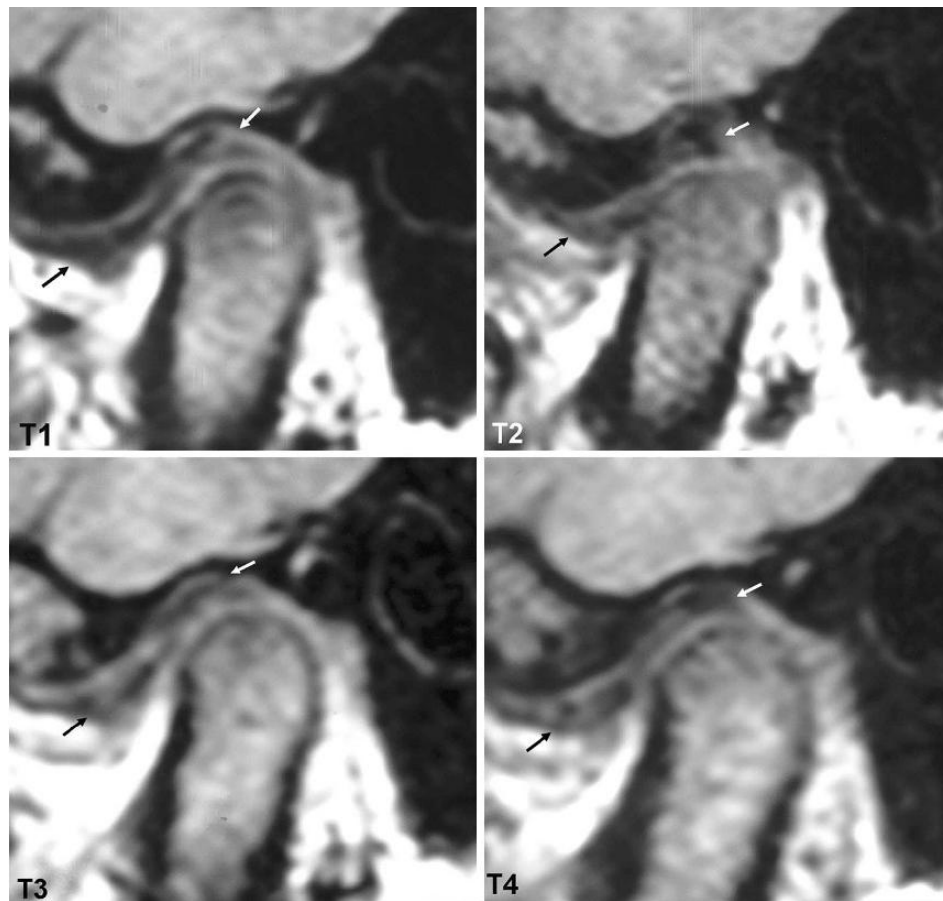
B. Resonancia Magnética de Articulación Temporomandibular derecha.
